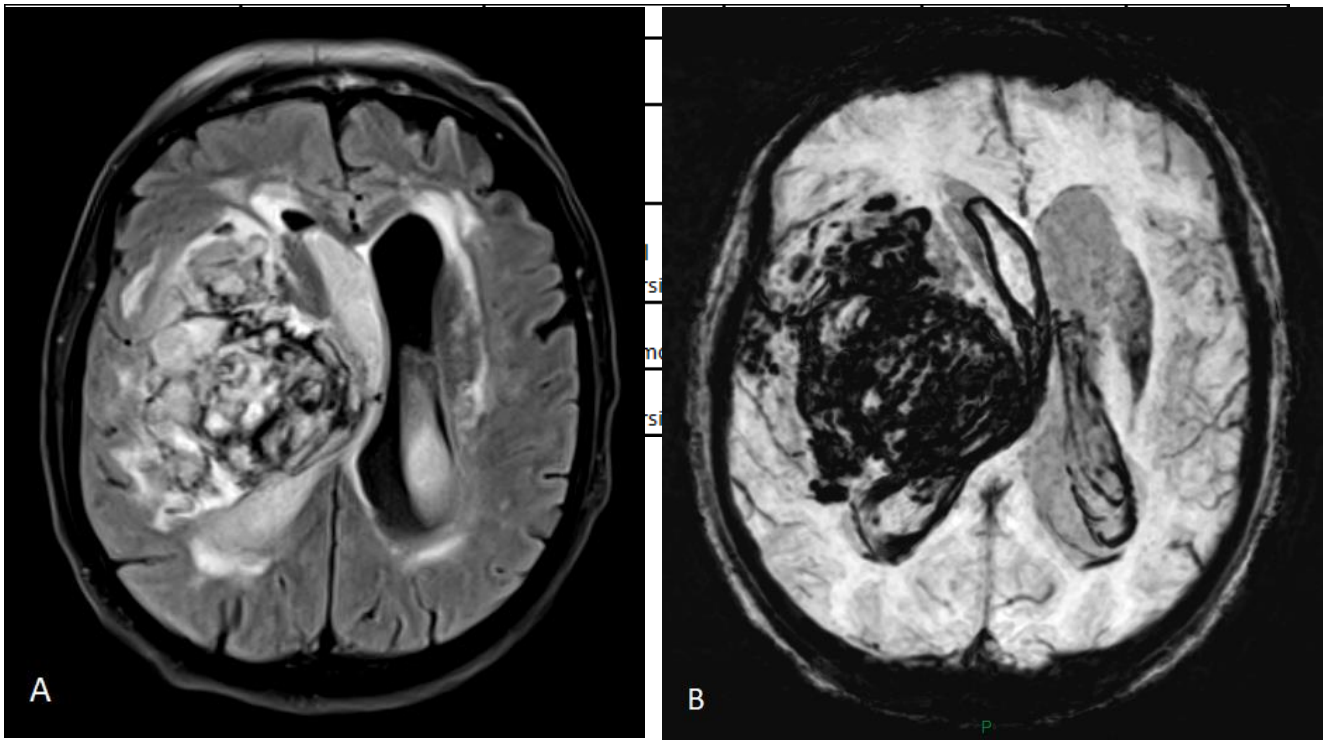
Ces deux images de séquences axiale FLAIR (A) et SWI (B) illustrent un hématome frontal droit avec un engagement sous falcoriel et une hémorragie intraventriculaire.
